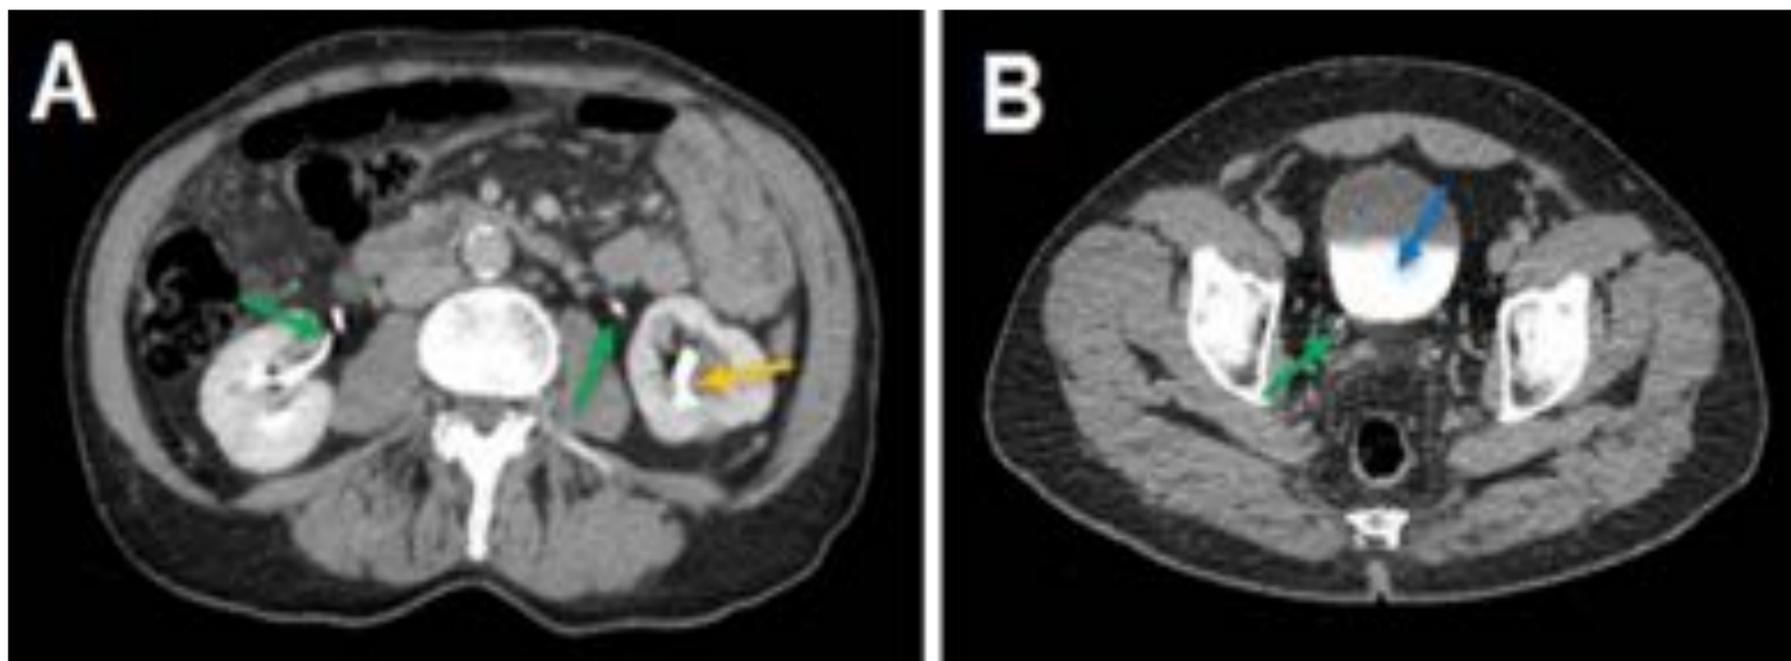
Cortes axiales de TC abdomino-pélvico con contraste iv en fase excretora. Contraste en la vía urinaria: cálices y pelvis renal (flecha amarilla en A), uréteres (flechas verdes en A y B) y vejiga (flecha azul en B).
